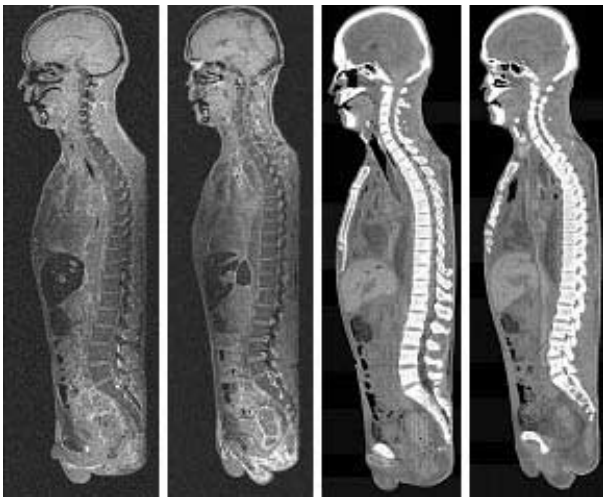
Median MRI, sagittal MRI, median CT, and sagittal CT (from left to right).
